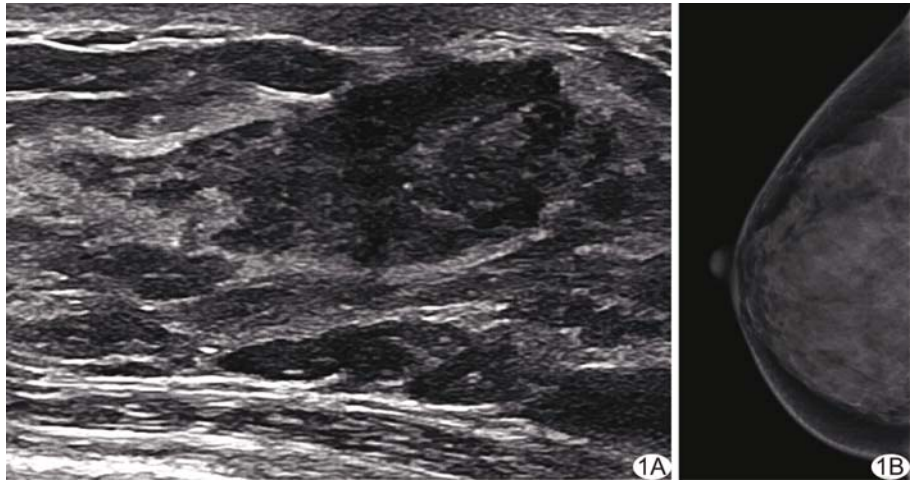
患者女,46 岁,右侧乳腺 PASH A. 超声声像图示右乳不规则低回声结节,边缘不光整, BI-RADS 4 类; B. 头足位 X 线片未见明确异常, BI-RADS 1 级
